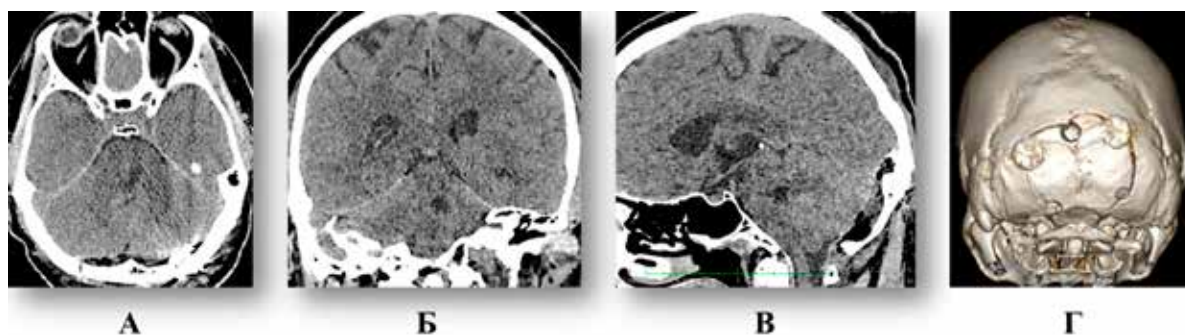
Контрольна мультиспіральна комп'ютерна томографія головного мозку пацієнта Г. Перша доба після втручання: А – аксіальна площина; Б – фронтальна площина; В – сагітальна площина; Г – 3D-реконструкція кісток черепа
